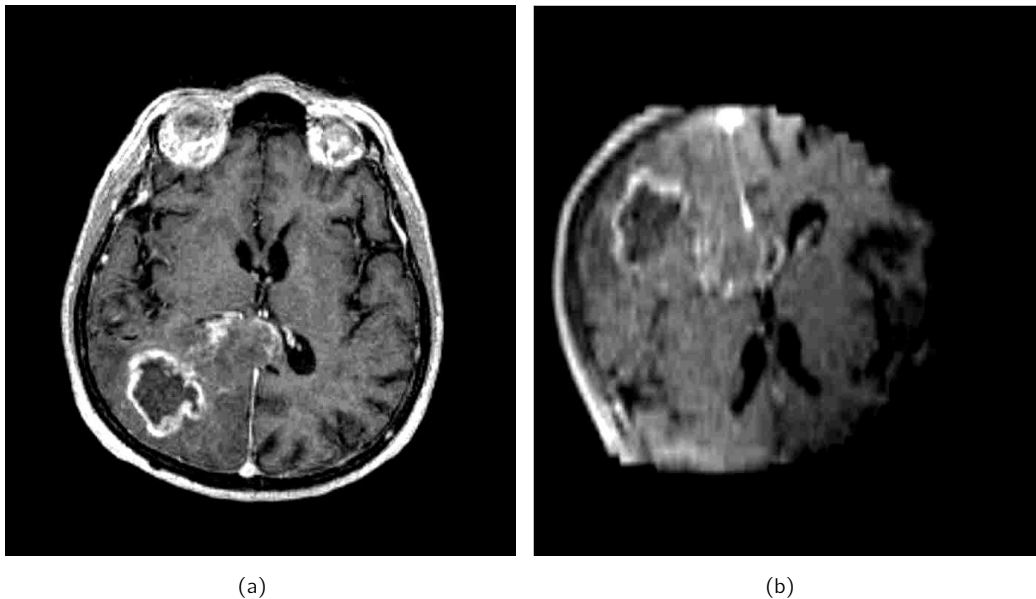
Gegenüberstellung von MRT Aufnahmen des gleichen Patienten mit Geräten unterschiedlicher Magnetfeldstärke: (a) diagnostisches Hochfeld MRT mit 1,5 Tesla, (b) intra-operatives Niederfeld MRT mit 0,15 Tesla
